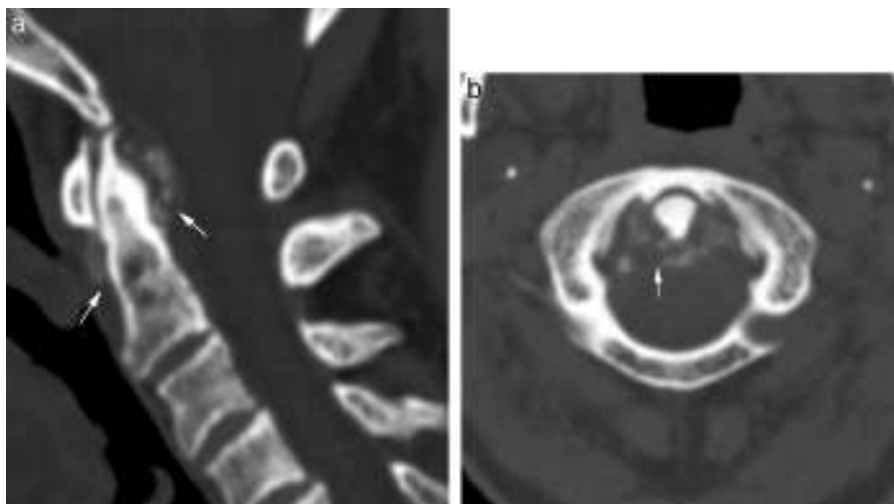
Artropatía por depósito de CPPD. Tomografía computarizada multidetector en plano sagital donde se muestran las importantes calcificaciones periodontoideas (flechas). Online correspondiente imagen en plano axial (b).
